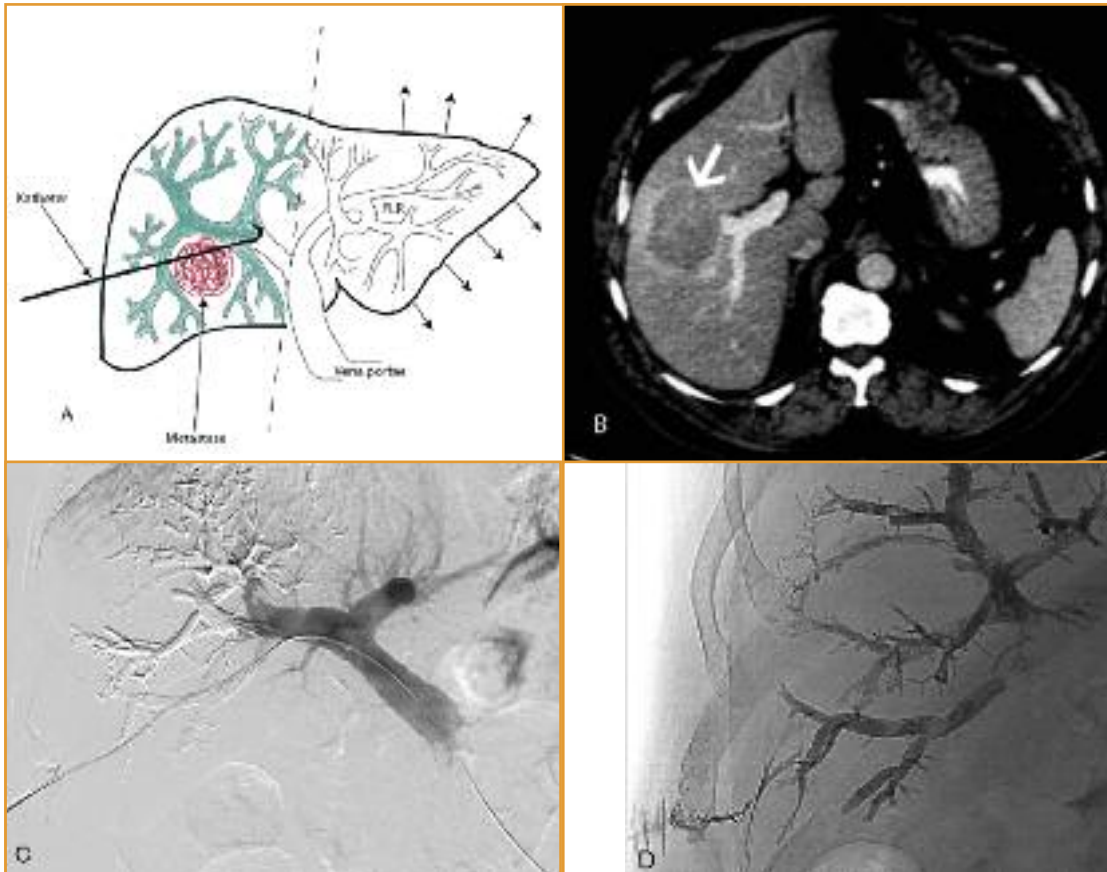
A Funktionsprinzip der Pfortader-Embolisation. Über einen perkutanen Katheter werden selektiv die rechtsseitigen Seitenäste der Vena portae kanüliert und mit Gewebekleber Histoacryl embolisiert. Innerhalb von 4 Wochen hypertrophiert der linke Leberlappen (Future Liver Remnant FRL). Der rechte Tumor-tragende Leberlappen kann jetzt, bei ausreichender Funktion der Restleber, reseziert werden. (gestrichelte Linie = Resektionsgrenze) B: CT Fallbeispiel mit grosser Tumormetastase (Pfeil) im re LL, C In der Abschlussangiografie sind alle rechtsseitigen Pfortaderäste verschlossen bei erhaltener KM Anflutung in den linken Ästen. D Histoacryl im verschlossenen rechten Pfortaderbaum (der Katheter-Zugangsweg wurde mit temporärem Gewebekleber verschlossen).
